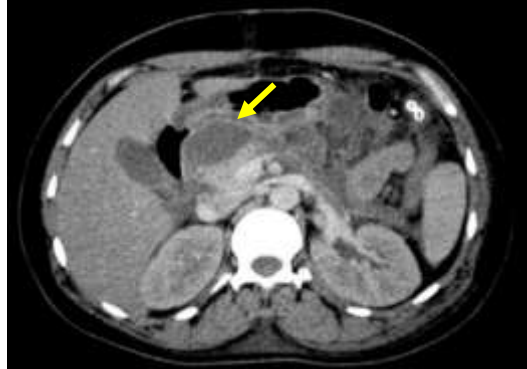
Aspect scanographique d'un cystadénome séreux : TDM abdominale en coupe axiale avec injection de PDC : Lésion kystique de la tête du pancréas non réhaussé après injection de PDC
